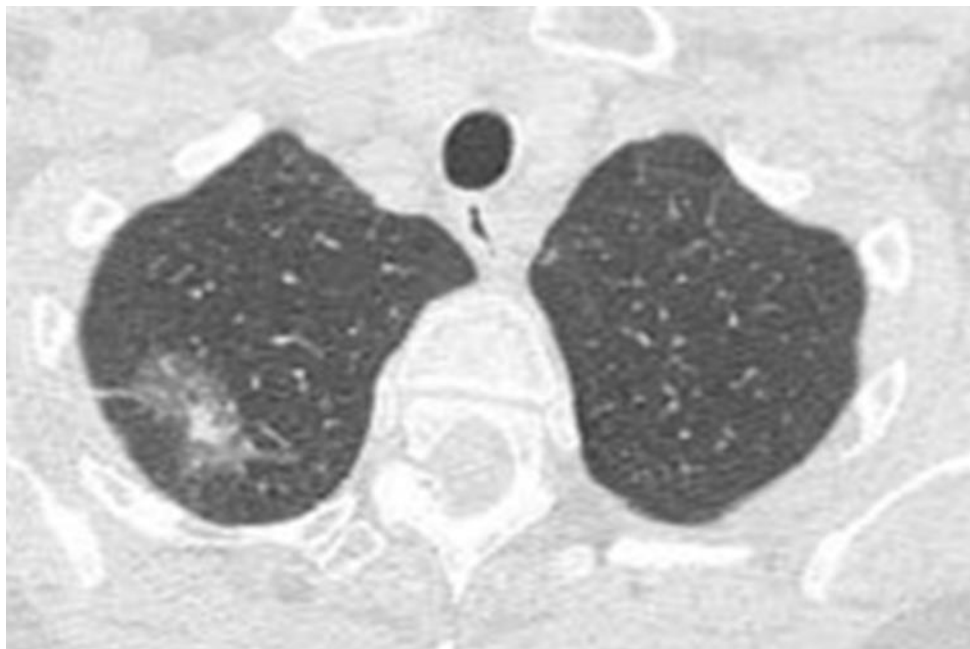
CT nalaz pacijenta sa adenokarcinomom in situ (AIS) (izvor slike: UKCS)
